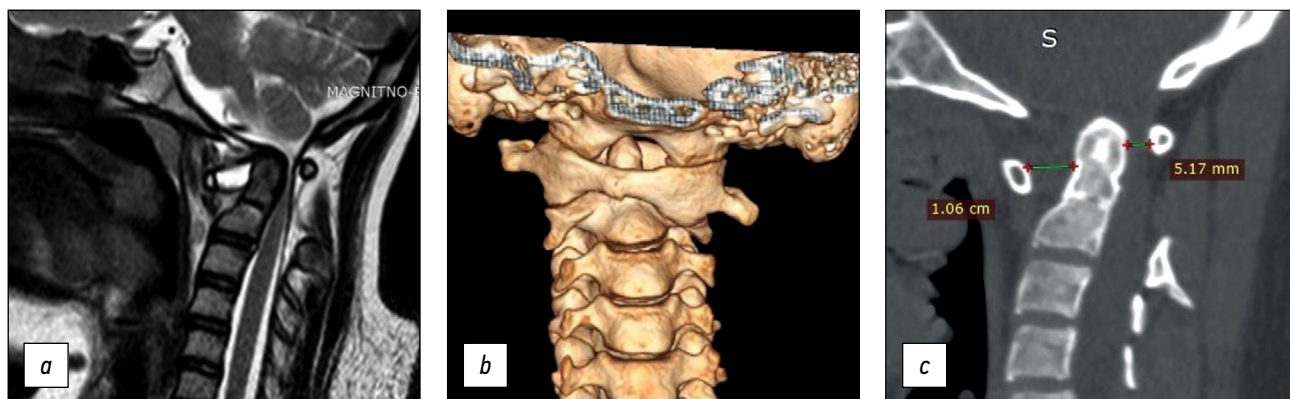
Данные инструментальных методов обследования: *a* — МРТ-картина транслигаментозного подвывиха со стенозом позвоночного канала и миелопатией на уровне С1-С2, *b* — 3D-реконструкция КТ, *c* — КТ шейного отдела позвоночника, сагиттальный срез с визуализацией нарушенных краниовертебральных соотношений. МРТ — магнитно-резонансная томография, КТ — компьютерная томография.
